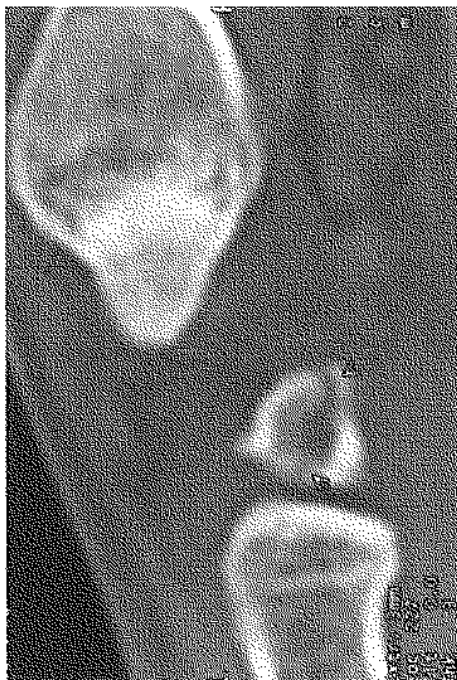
Tomodensitométrie de la colonne du pouce objectivant une fracture corporelle complète, sagittale, du trapèze qui n'était pas évidente sur les radiographies standard (Obs. 4).
